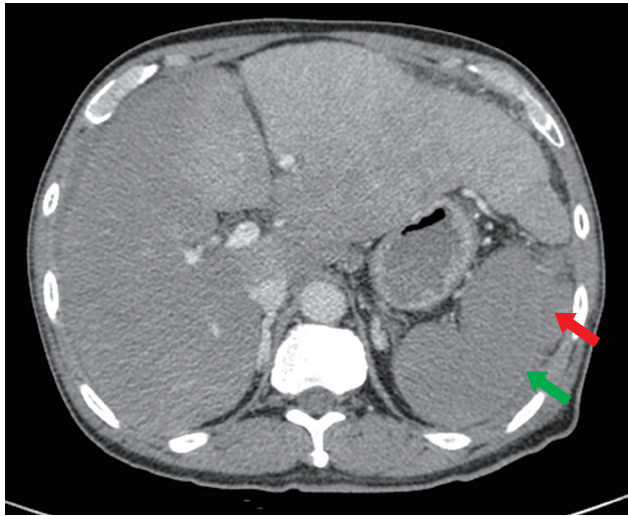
Abdominal computed tomography showed splenic subcapsular hematoma (red arrow). Spleen showed increase in size, lobulating contour, decreased perfusion with delayed capsular enhancement (green arrow) on portal phase and increased amount of perisplenic fluid.
